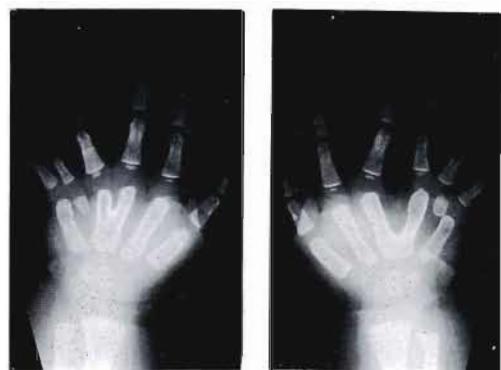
Preoperative roentgenograms: The extra finger exists between the ring and the little fingers. The fusion areas of the third and the fourth metacarpus are the proximal one third in the right hand and the proximal two-thirds in the left hand.
